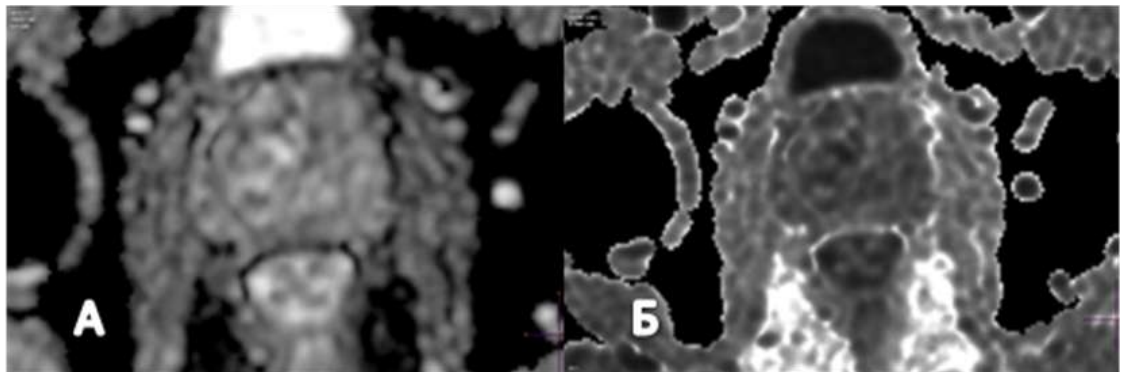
Диффузионно-взвешенные изображения ПЖ в аксиальной плоскости, со значением $b1000$ (А) и ИКД-карта (Б). PI-RADS — 3 балла.
